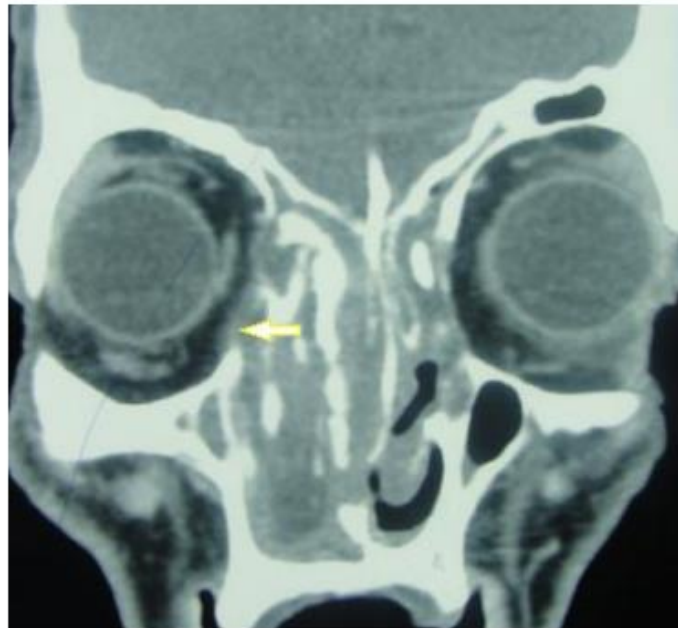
TDM du massif facial en coupe frontale et fenêtré parenchymateuse qui objective l'extension endo-orbitaire (flèche). (24)
